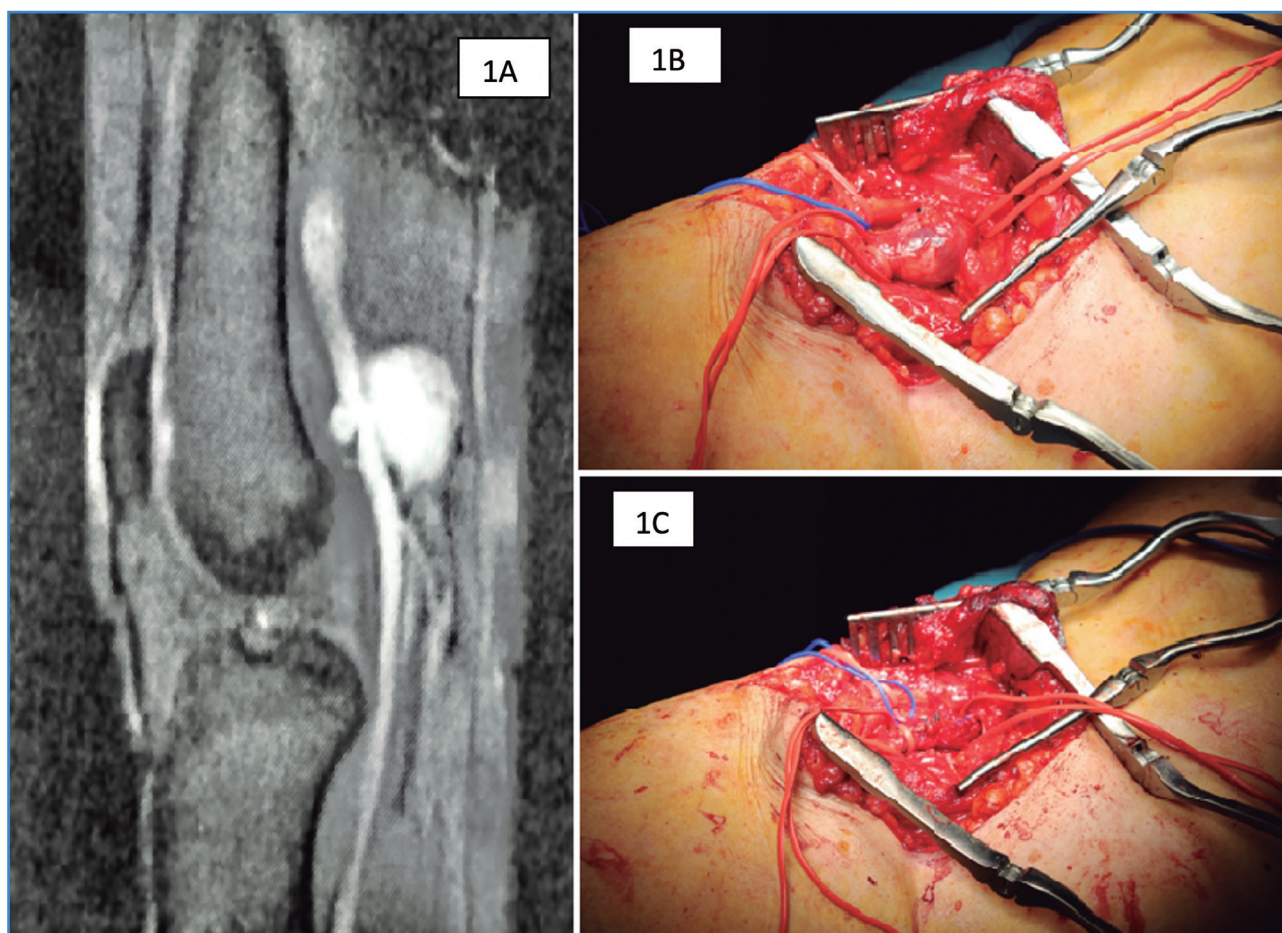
1A. Angiorresonancia del aneurisma de vena poplítea. 1B. Imagen intraoperatoria del aneurisma de vena poplítea mediante abordaje por vía posterior. 1C. Resultado tras aneurismectomía tangencial con venorrafia lateral.
